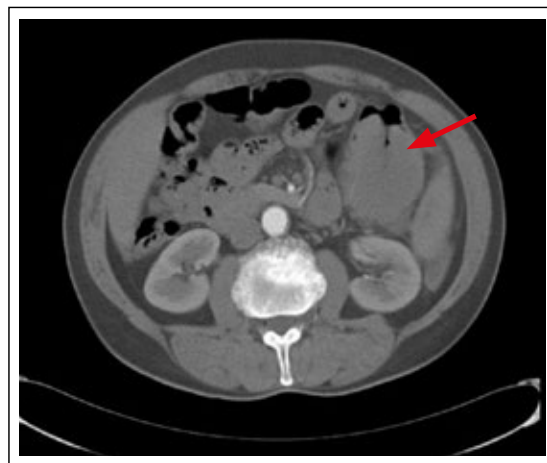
CT of abdomen and pelvis. Neoplasm of the tail of the pancreas in close relationship with the left angle of the colon (red arrow).
